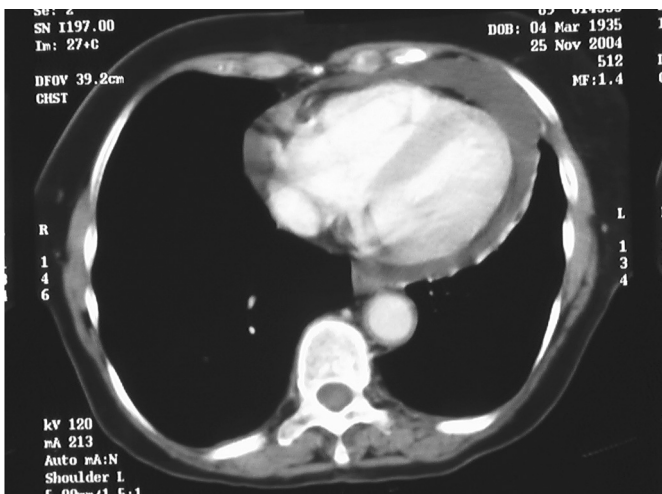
TAC torácica en la que se aprecia un derrame pericárdico.
